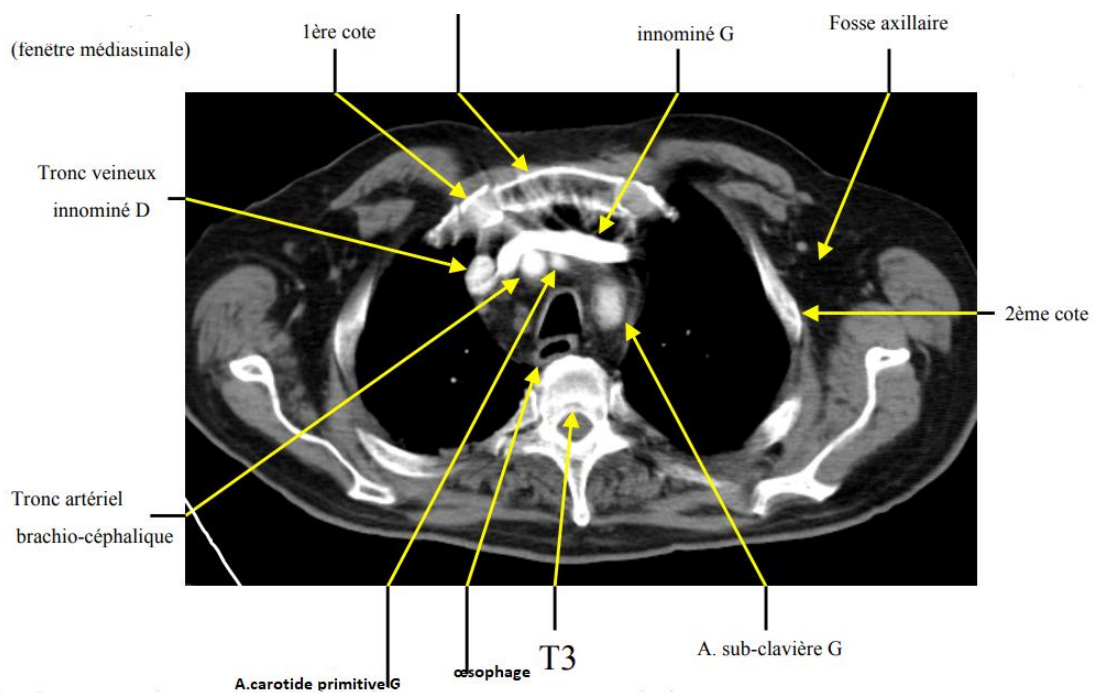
TDM cervico thoracique en coupe axiale d'aspect normal
